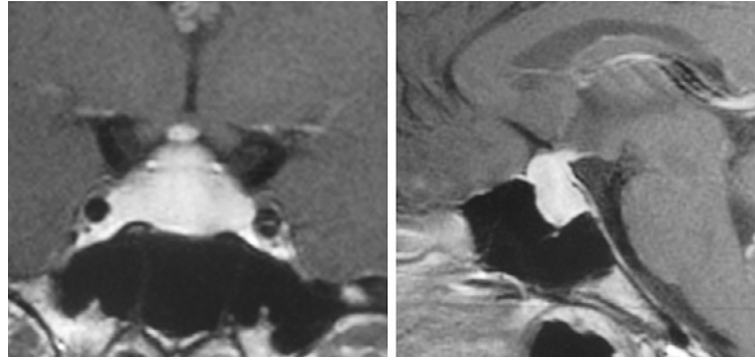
Aspect en IRM d'une hypophysite lymphocytaire révélée par une aménorrhée du *post-partum*.
